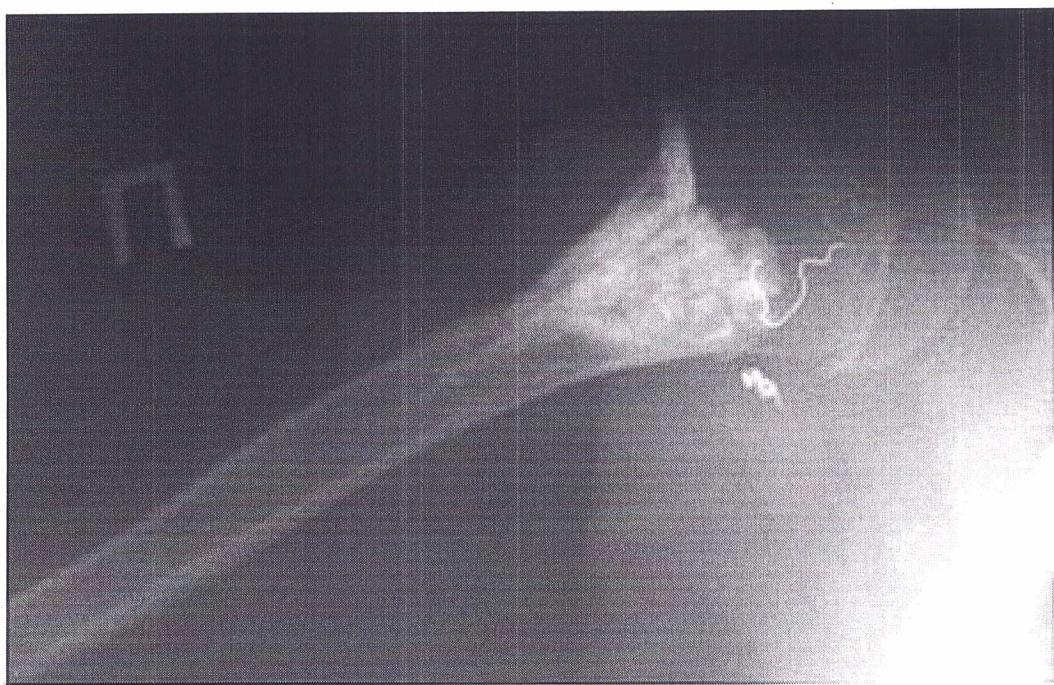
Рентгенограмма через 1 год после операции (имплантаты на «Bone Medik-S» основе морского коралла – с начальными признаками перестройки, кортикальные имплантаты «Остеоматрикс» с выраженнымими признаками перестройки)
